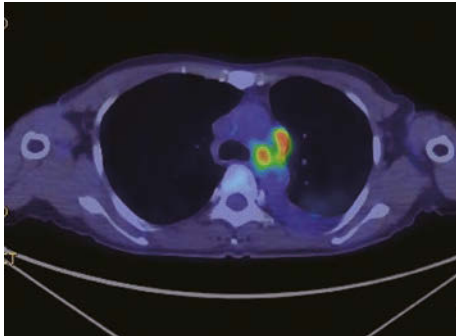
Positron emission tomography (PET)/CT shows high  $^{18}\text{F}$ -fluorodeoxyglucose (FDG) uptake in the hilar and mediastinal lymph nodes.
